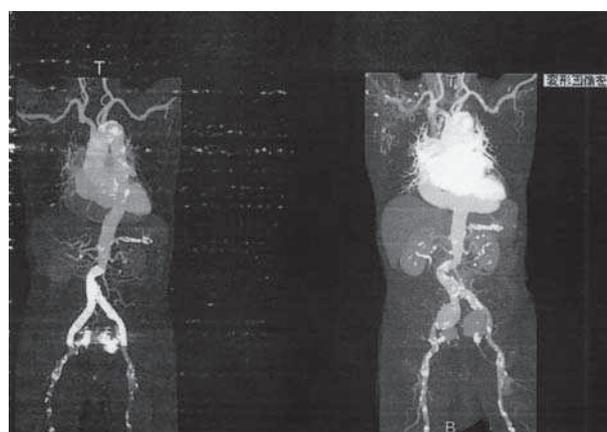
ステントグラフト留置後の3D-CT像(治療後)
